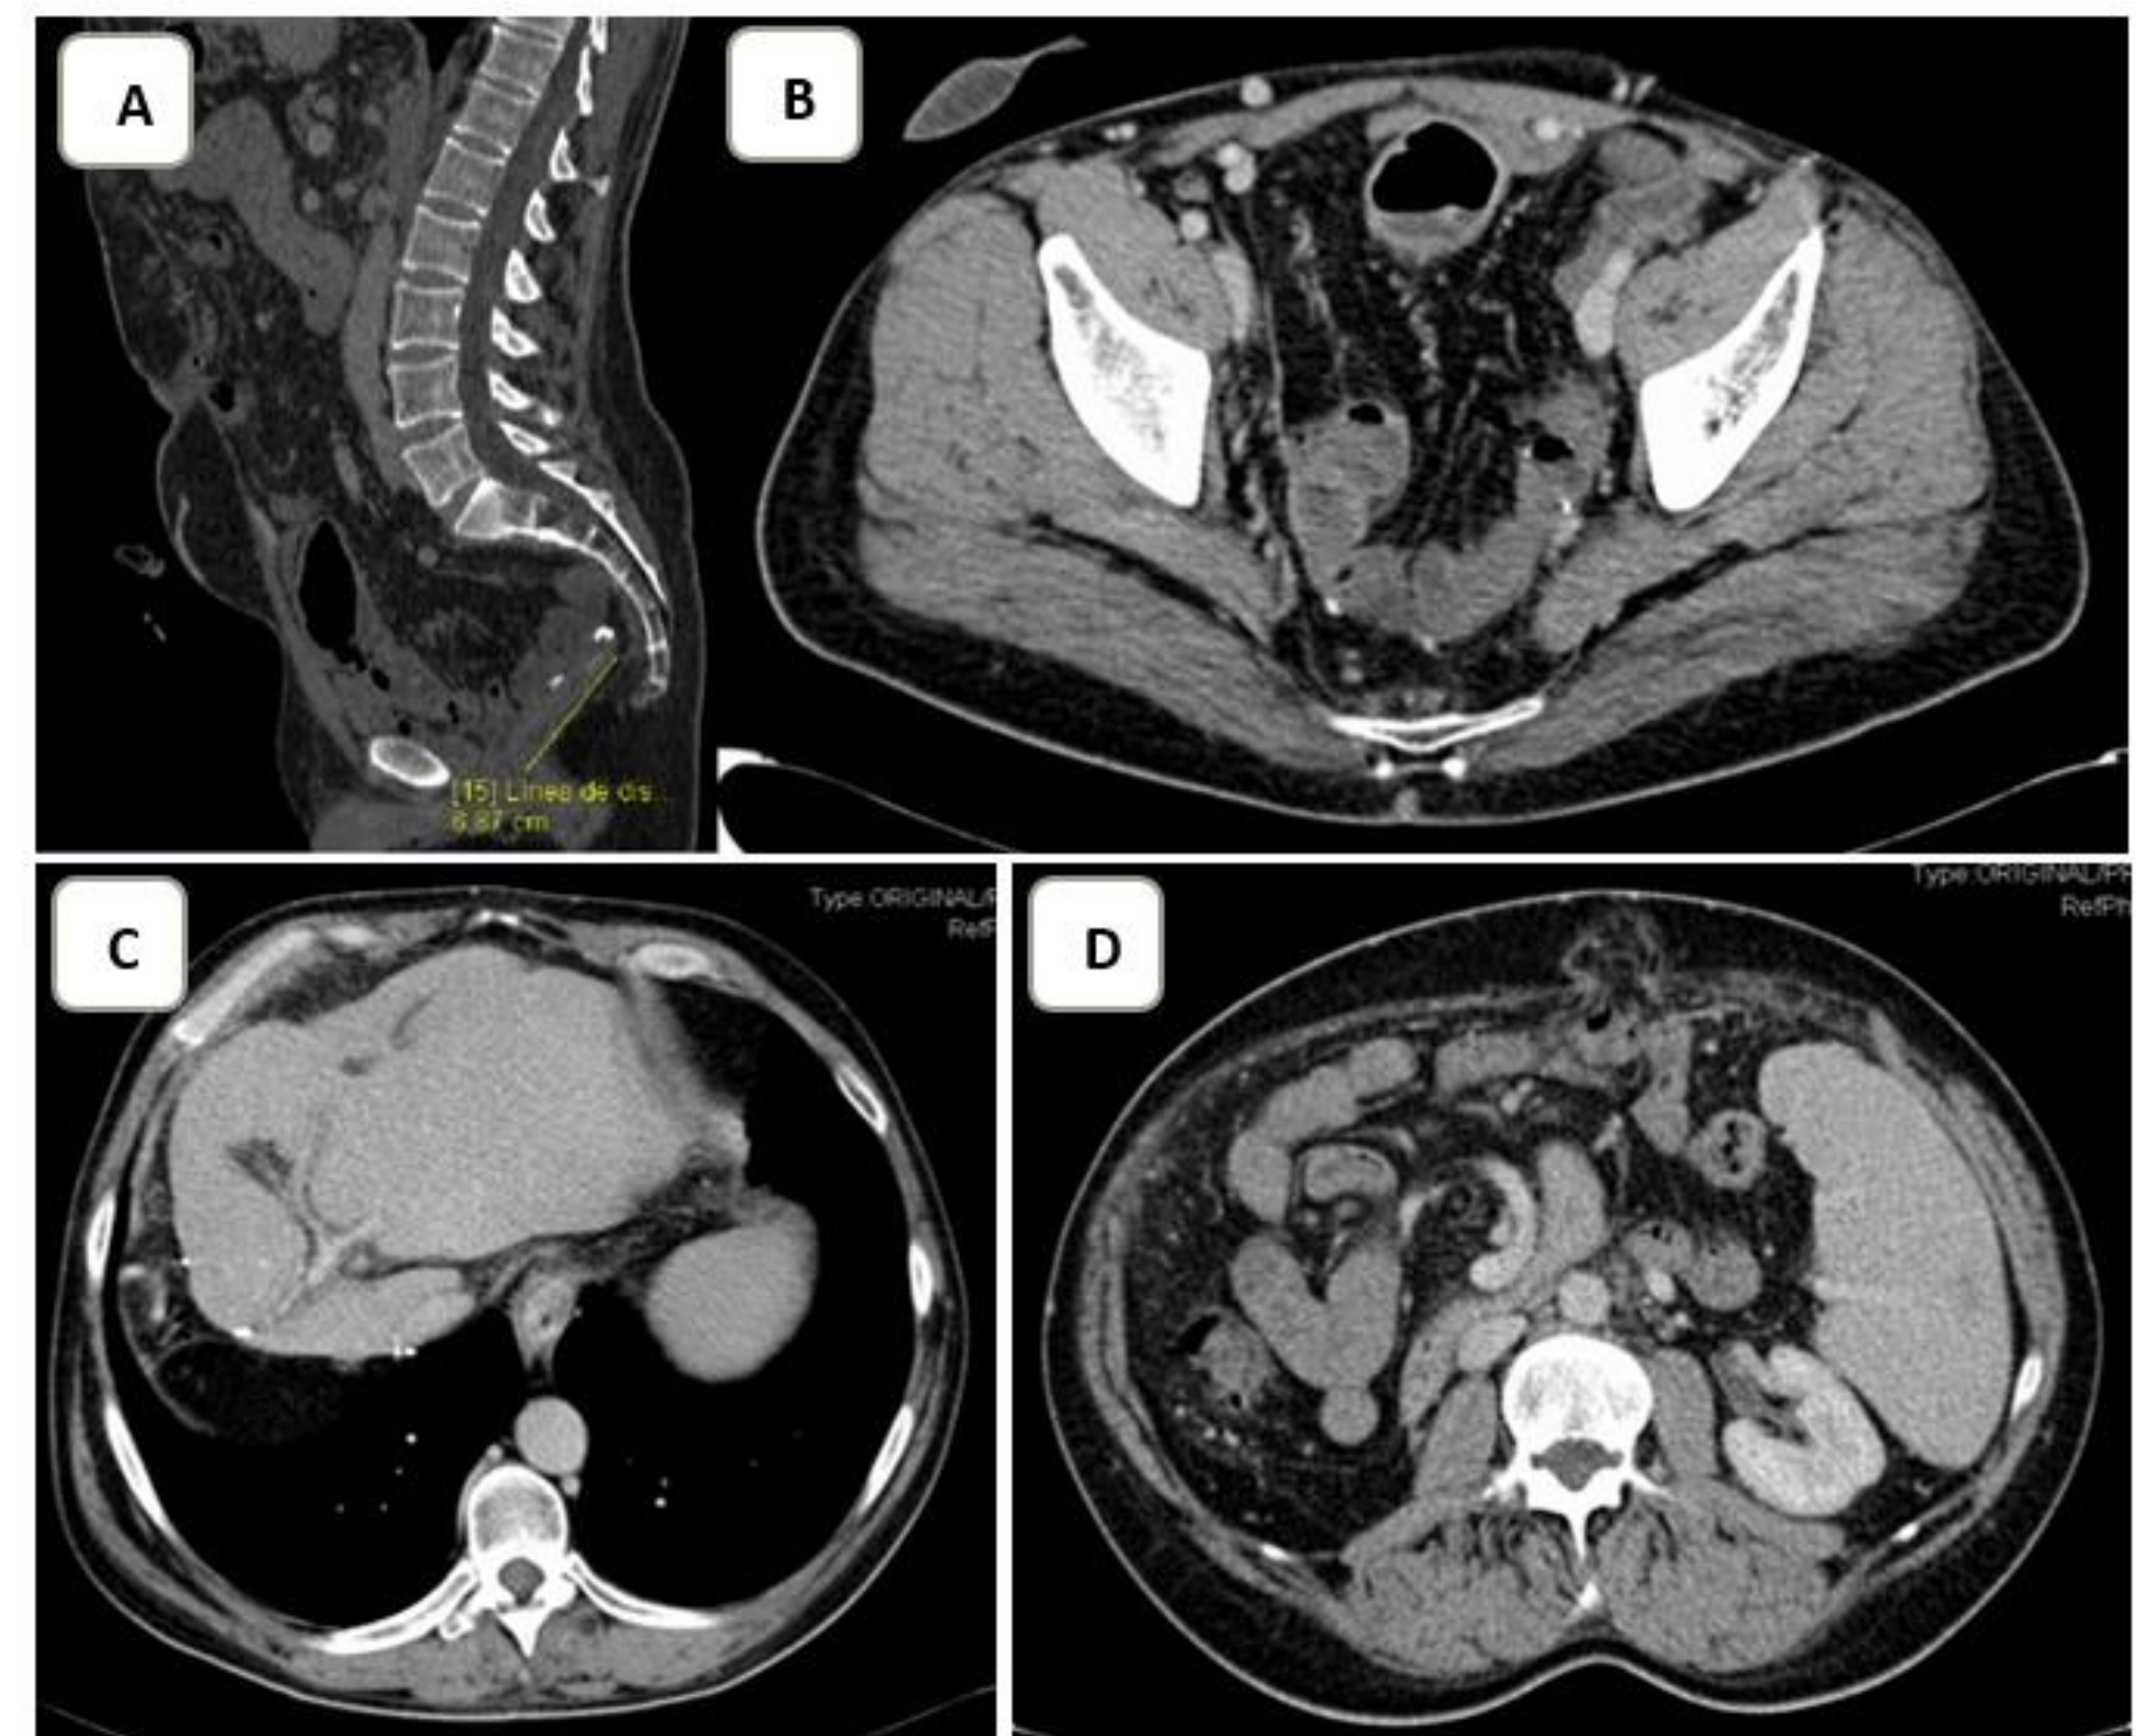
Imágenes de TC actualizadas (octubre 2022) en las que se aprecian los cambios postquirúrgicos sin evidencia de malignidad. A. Resección de recto superior y sigma. B. Resección de próstata y vejiga. C. Resección del lóbulo hepático derecho. D. No hay dilatación de grupos caliciales ni de uréter. Esplenomegalia.
